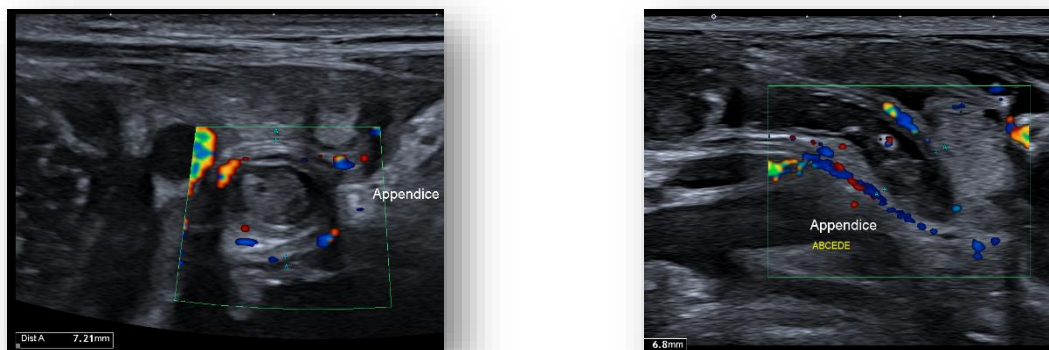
Echographie montrant une Appendicite abcédée : diamètre =7,2mm, épaisseur et hypervascularisation de la paroi en mode doppler et présence d'un stercolithe dans la lumière appendiculaire
